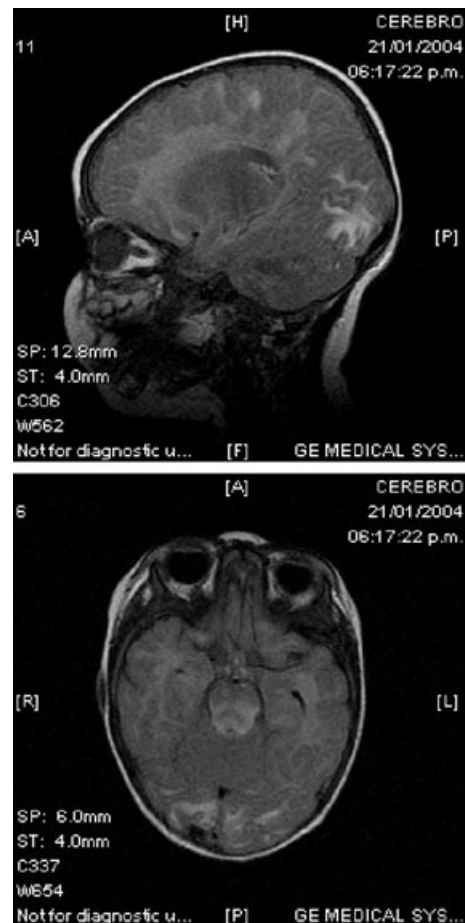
Central nervous system (CNS) magnetic resonance imaging of a 9-month-old boy with Hemophagocytic lymphohistiocytosis obtained after developing generalized tonic-clonic seizures. White matter abnormalities, mainly in the occipital cortex and the brain stem, demonstrated CNS infiltration.
